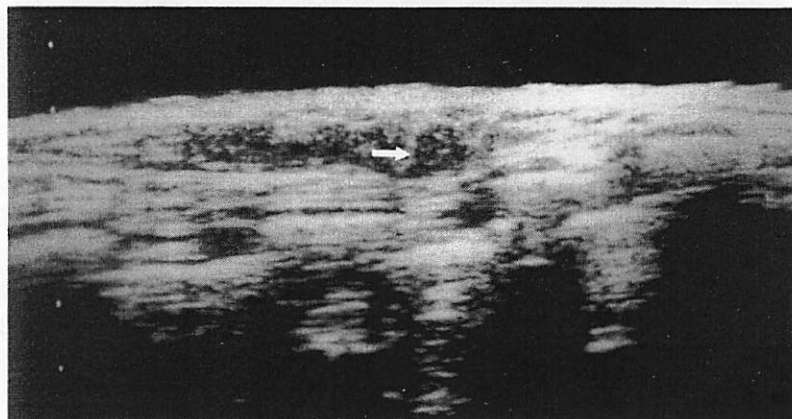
症例4 右乳房エコー像 CD領域に12×11 mm大の境界に不明瞭な充実性腫瘍を認めた。(→)
